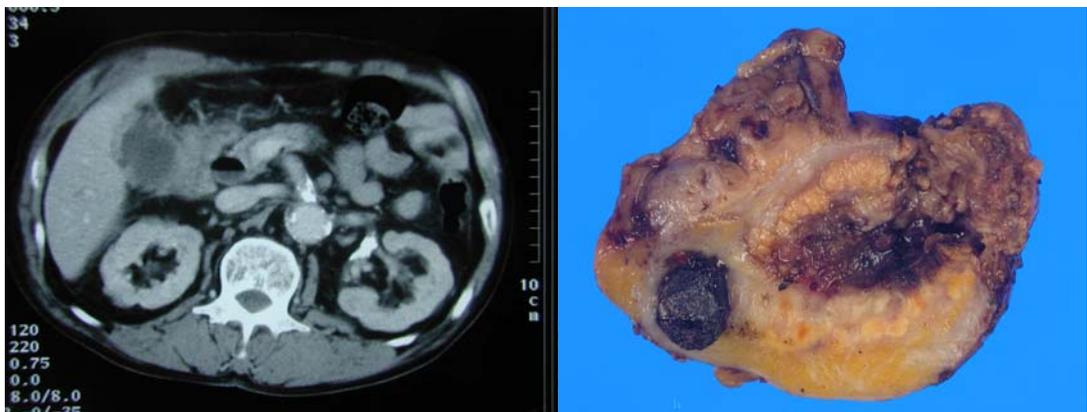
Abdominal computer tomography and gross findings of xanthogranulomatous cholecystitis.
